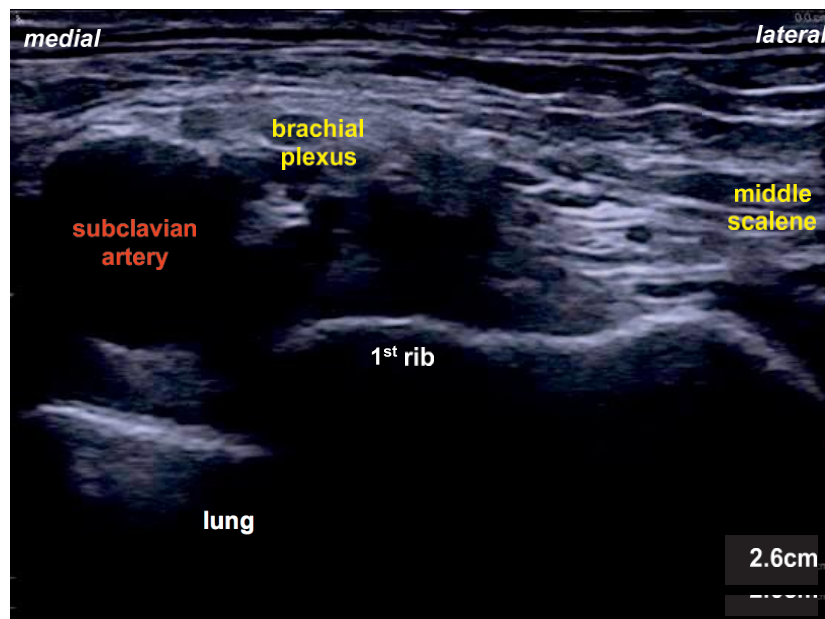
Image d'échographie montrant la relation des structures principales de la fosse supra-claviculaire.
